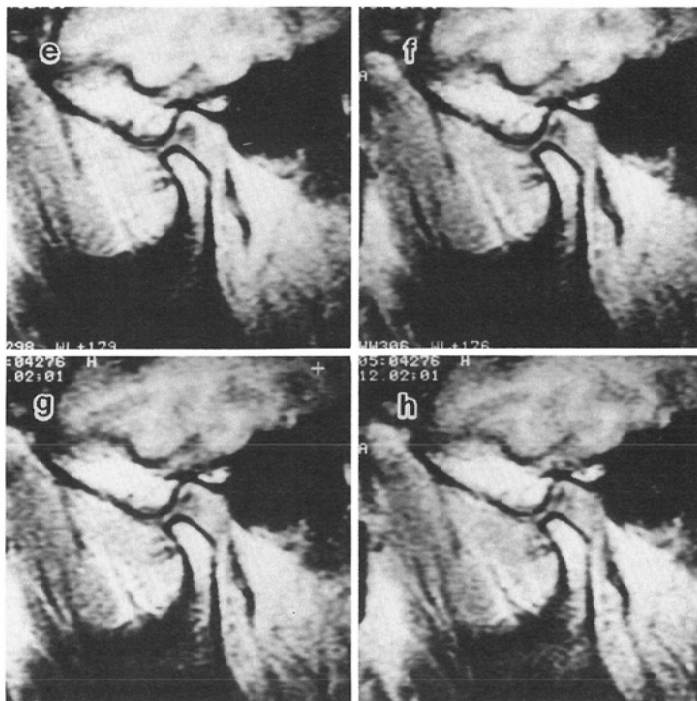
MR images of various flip angles from 20° to 90° of a normal volunteer (GRE 200/15).
